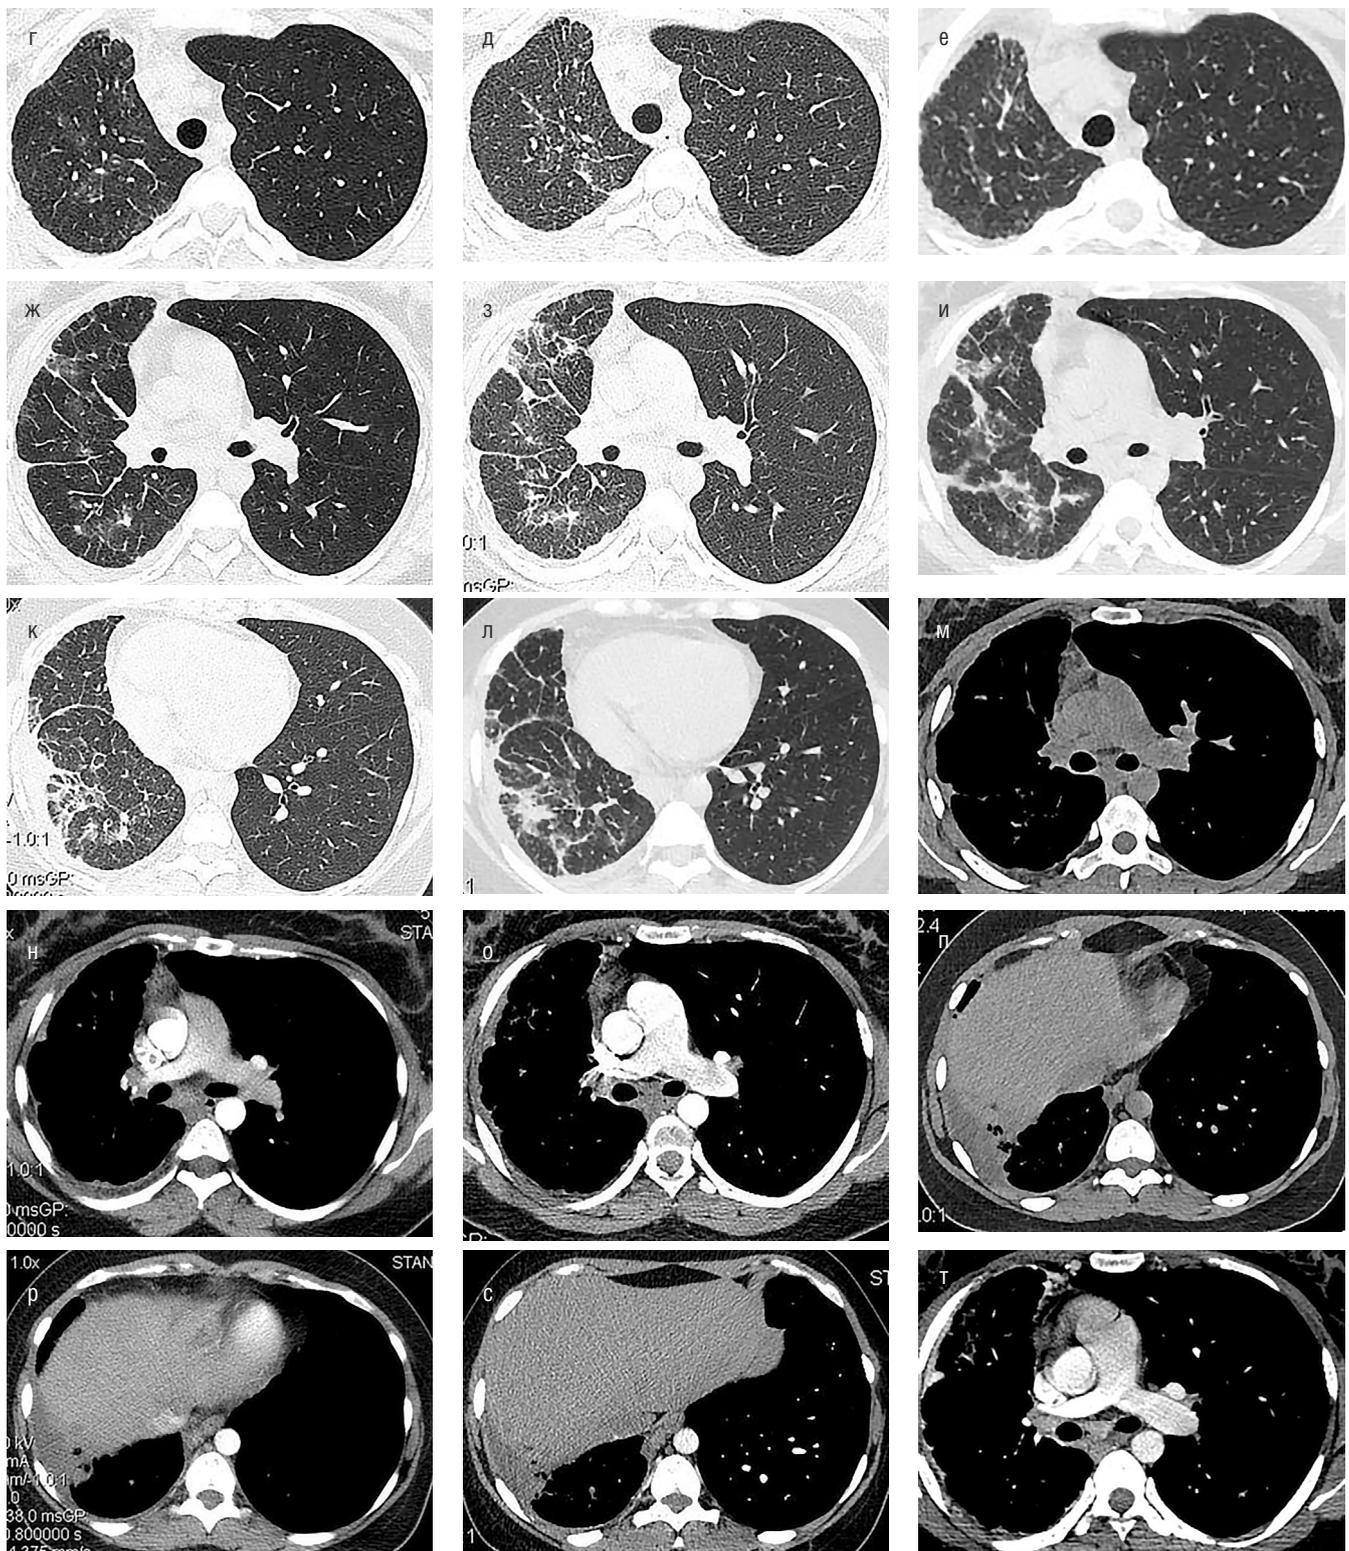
КТ при динамическом наблюдении. На КТ от 03.03.2021 г. (а, г, ж, к, н, р), 29.12.2021 г. (б, д, з, л, о, с) и 05.03.2022 г. (в, е, и, м, п, т) отмечается нарастание уменьшения объема правого легкого, нарастание интерстициальных изменений в нем, признаков легочной гипертензии (расширение ствола легочной артерии, диаметра бронхиальных артерий). Определяется сохранение утолщения плевры справа и небольшого количества жидкости в правой плевральной полости, уже с первого КТ-исследования определяются (не описанные) признаки аномального дренажа легочных вен — отсутствие своевременного контрастирования ветвей легочной артерии и легочной вены справа, атрезия устьев легочных вен, их аномальный дренаж справа
